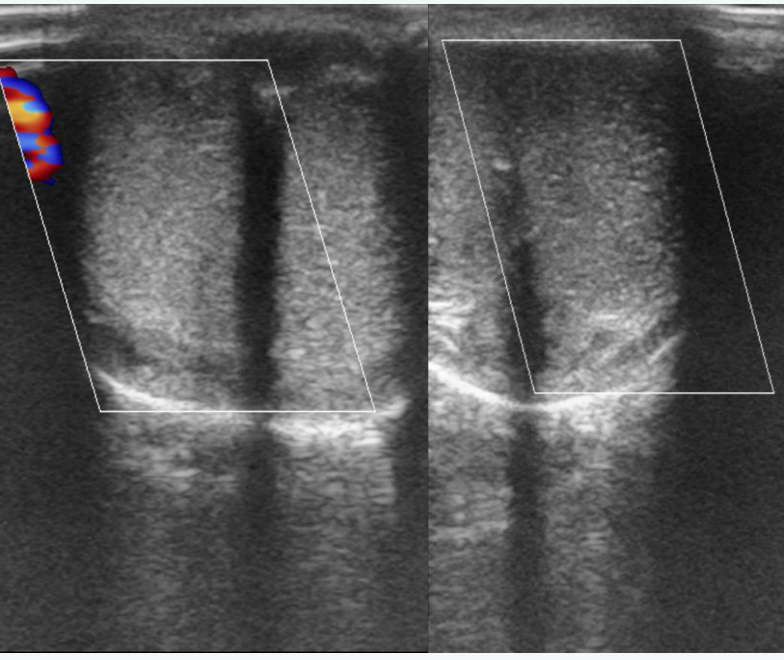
Priapismo de baixo fluxo (isquêmico) - ausência de fluxo ao Doppler nos corpos cavernosos.
